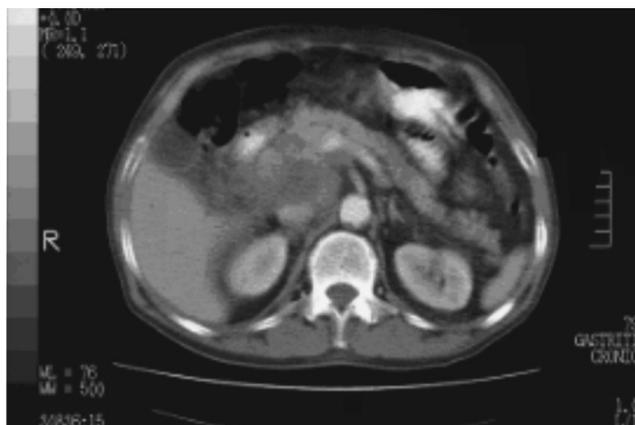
Tomografía de abdomen en la que se aprecia una lesión quística en la cabeza de páncreas.
